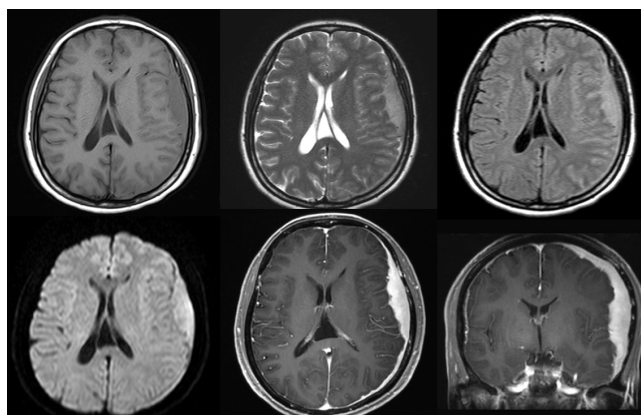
MR manifestations of the same patient: slightly low signal on T1WI, slightly high signal on T2WI, slightly high signal on T2-FLAIR, and slightly high signal on DWI. Contrast-enhanced scan showed significant enhancement, with meningeal cauda sign
